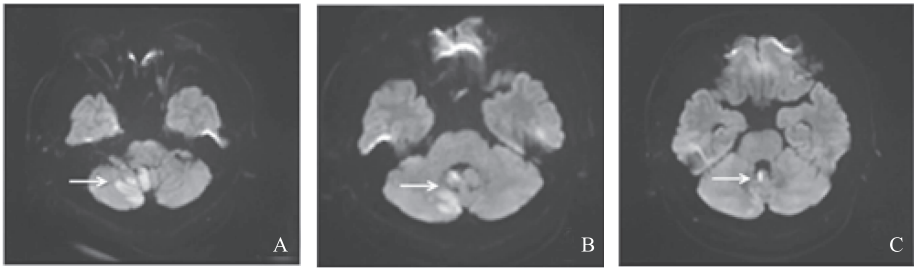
患者头颅核磁共振检查 发病 1 周时头颅 MRI(A-C)显示右侧小脑下部内侧梗死
